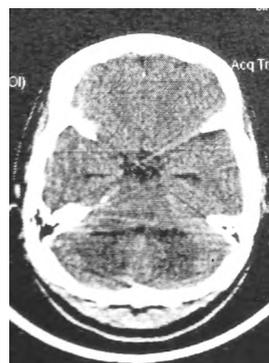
女性,34 岁,吸服、注射海洛因一年余,近一个月自行戒毒,半个月前出现言语欠清晰、步态不稳、乏力,病程逐渐加重,CT 示双侧小脑半球脑白质区蝴蝶状低密度灶,第四脑室大小正常、无受压,经住院治疗 22 天后好转出院。
